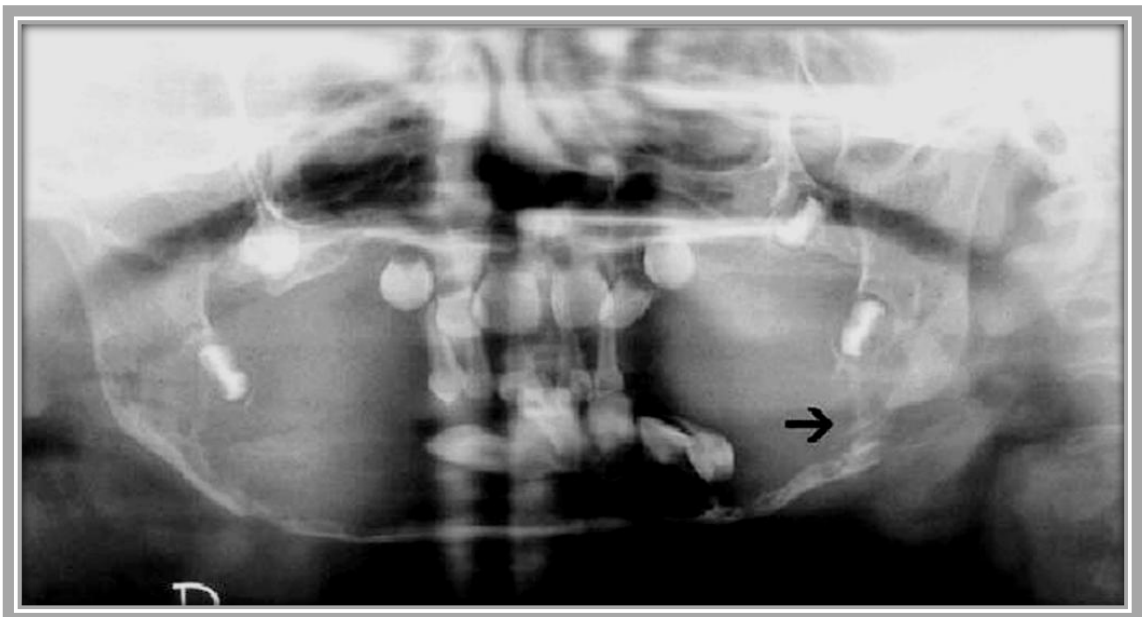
Radiografía panorámica. Se observa extensa lesión en la mandíbula con gran pérdida de tejido y ausencia de órganos dentales inferiores. Fractura patológica en el borde basilar izquierdo.⁶¹
